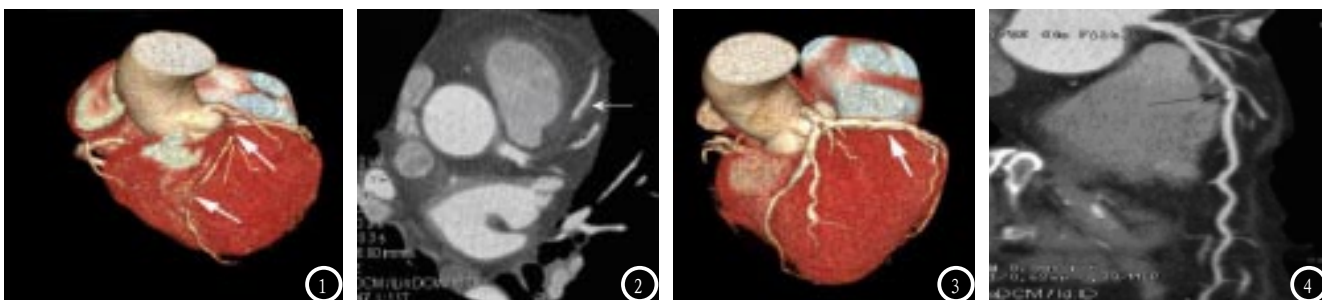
左前降支非钙化斑块VR图像(图1);左前降支非钙化斑块,CT值为-15HU(图2)。图3-4 左旋支钙化斑块VR图像(图3);左旋支钙化斑块,CT值为392HU(图4)。
